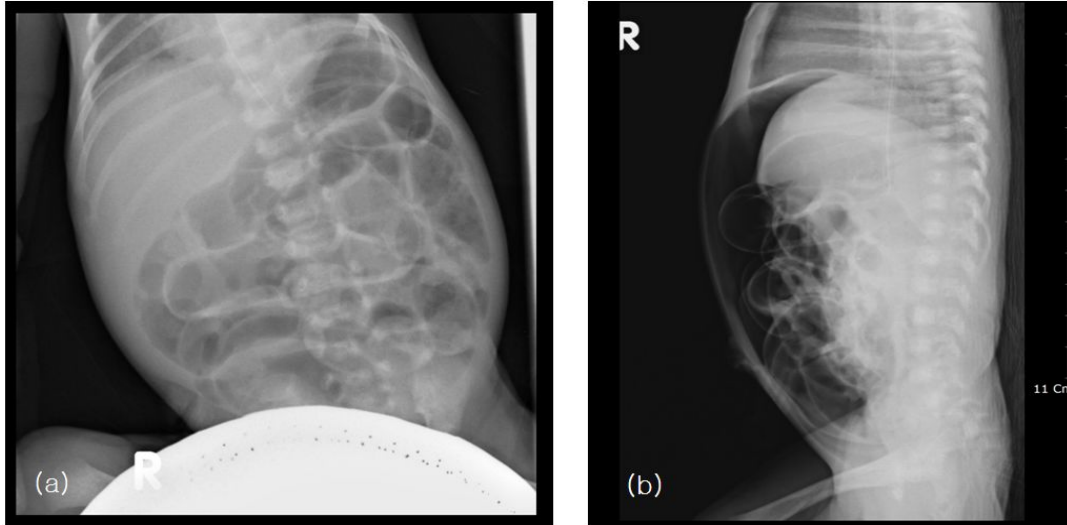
Preoperative supine(a) and cross-table lateral(b) abdominal X-ray show distension of bowel loops and free air in the peritoneum.
